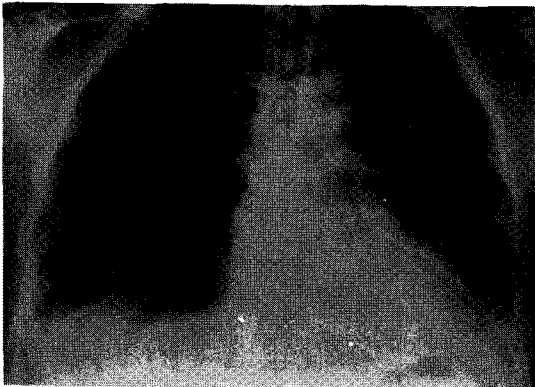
Plain radiograph shows consolidation in bilateral lower lung fields. Patchy consolidation is also shown in left upper lobe.
